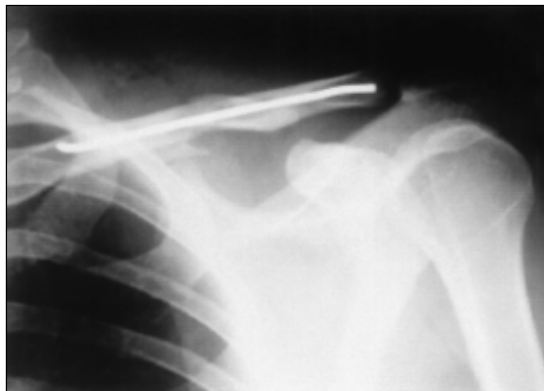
Radiografía caso 1, pre-operatorio.
